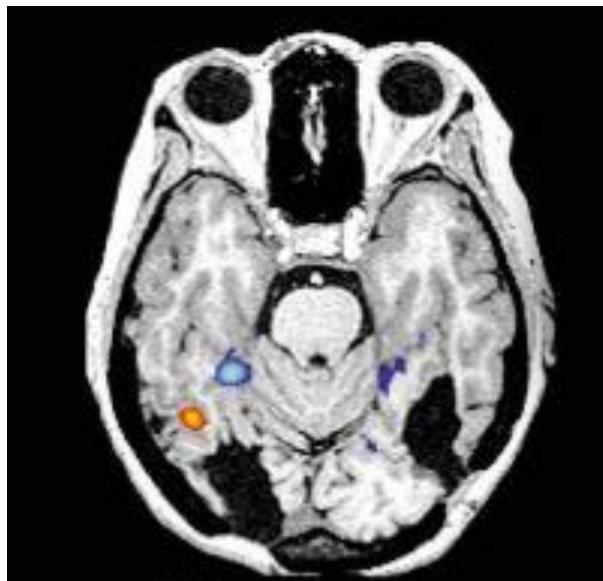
Imagen por resonancia magnética (MRI) transversal de una prosopagnosia adquirida.
